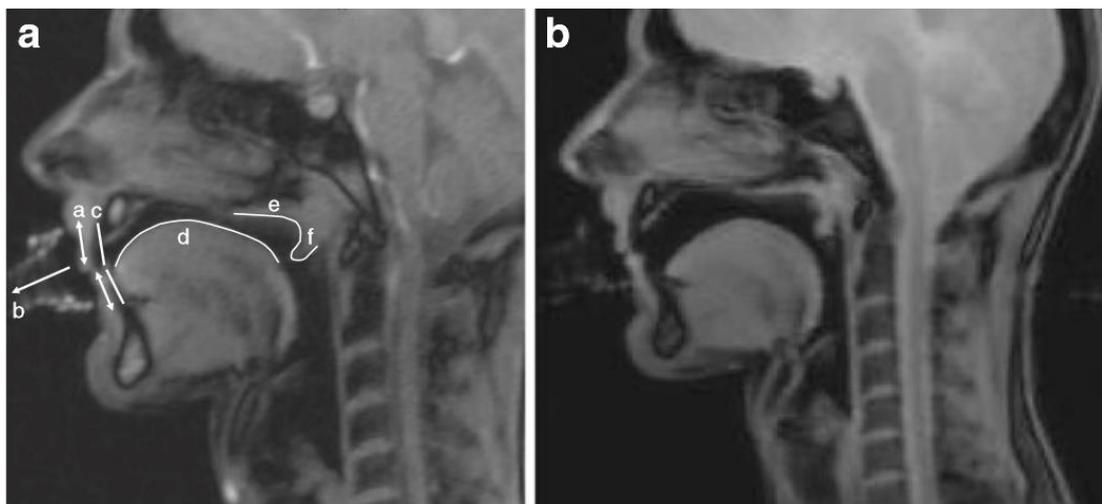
IRM en vue latérale ; a : Axe des lèvres ; b : Axe de l'embouchure (classe A) ; c : Axe des dents ; d : dos de la langue ; e : voile du palais ; f : luette (6)
